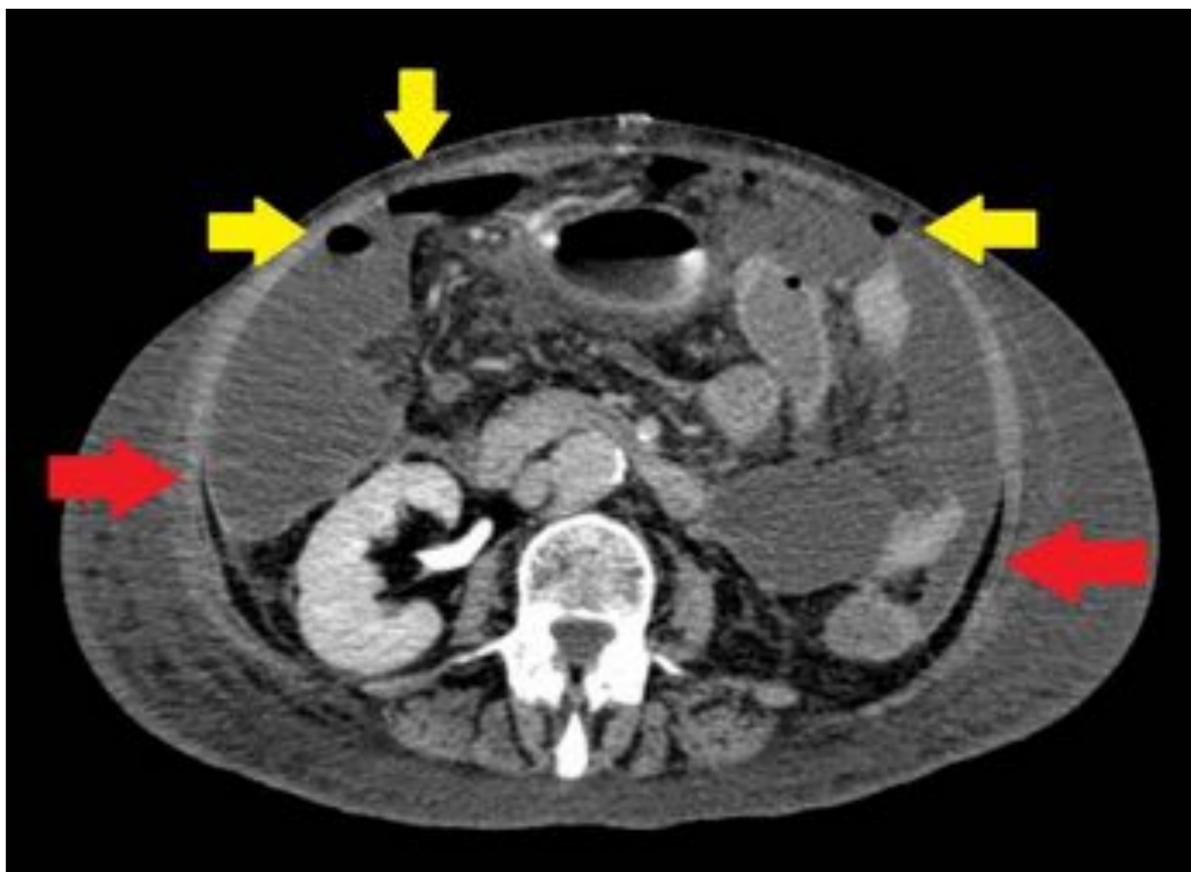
C) 10 días después se realiza TC por estado crítico del paciente. Múltiples niveles hidroaéreos extraluminales (flechas amarillas) con engrosamiento y realce peritoneal sugestivo de peritonitis (flecha roja). Ambas, dehiscencia y peritonitis fueron confirmadas por cirugía.
